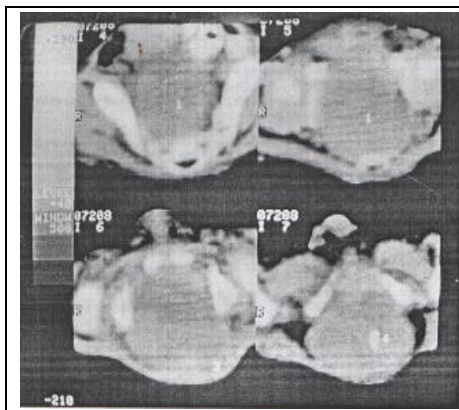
Комп'ютерна томограма хворої О. С. А., 1 рік 8 міс., іст. хв. № 9206. Тератобластома ($T_4N_0M_0$, стадія IV_a) виповнила порожнину малого таза (1, 2) й поширилася парасакральню (1, 2, 3, 4)
